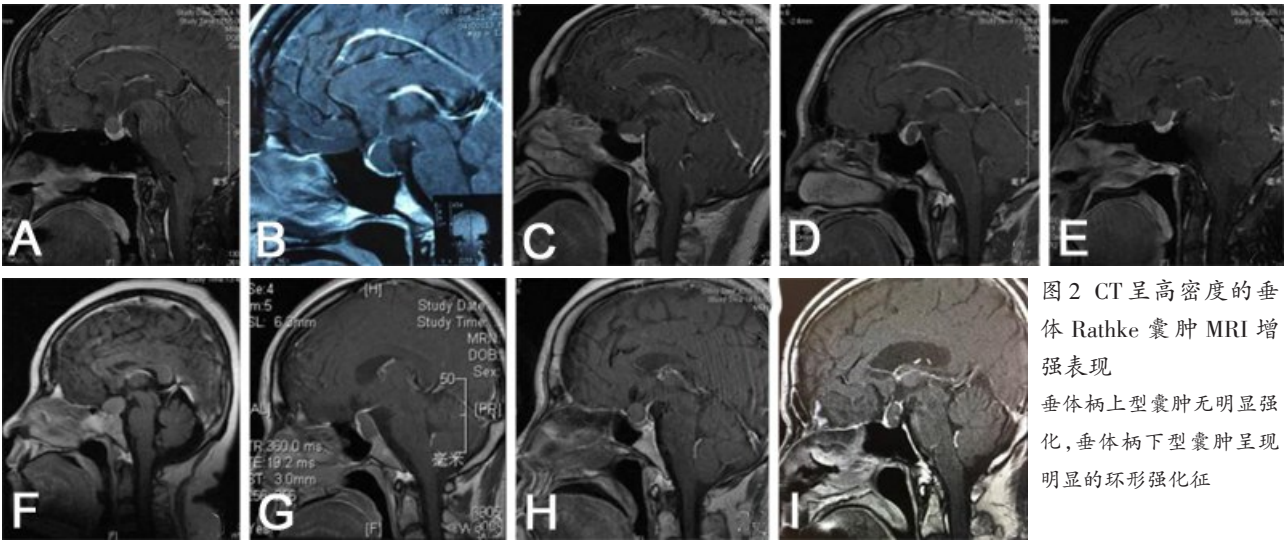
CT 呈高密度的垂体 Rathke 囊肿 MRI 增强表现
